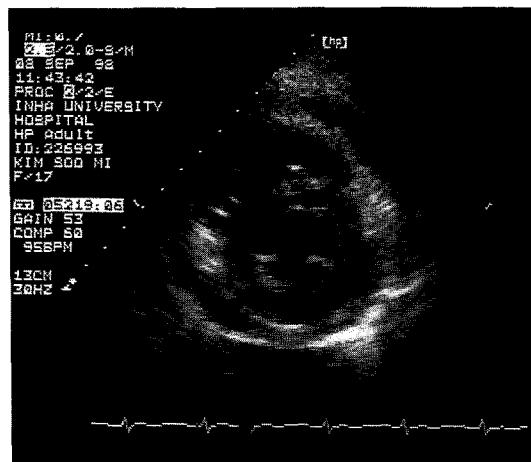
Echocardiography shows moderate pericardial effusion.
